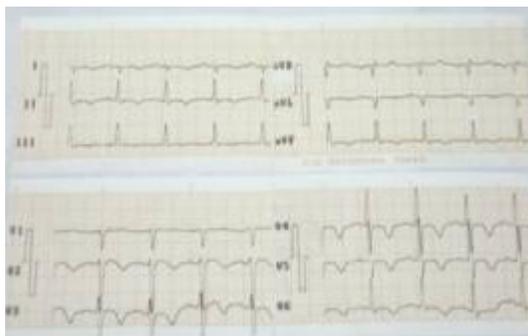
Ecocardiograma realizado a la paciente en la interconsulta con Cardiología*
